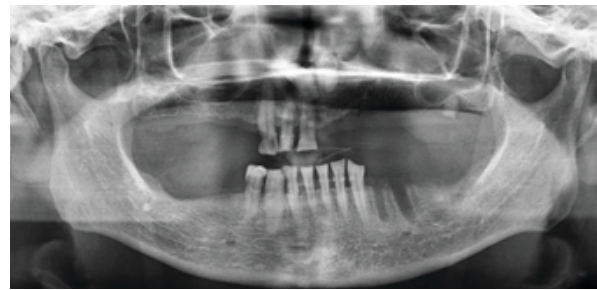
Orthopantomography of the patient showing radiopaque formations in the maxillary midline
